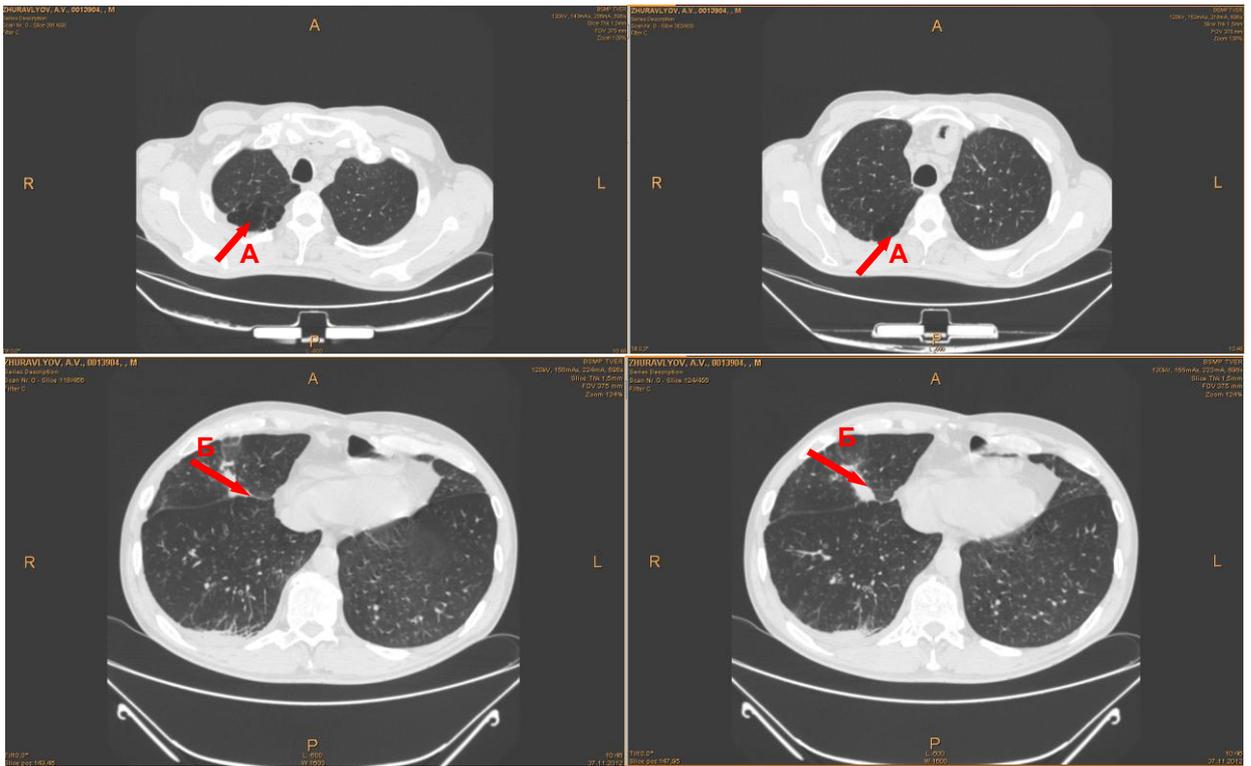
Спиральная КТ органов грудной клетки. Диффузный пневмосклероз. Буллезная эмфизема в верхней доле правого легкого (А). Наблюдаются инфильтративные изменения в нижней доле справа (Б).
